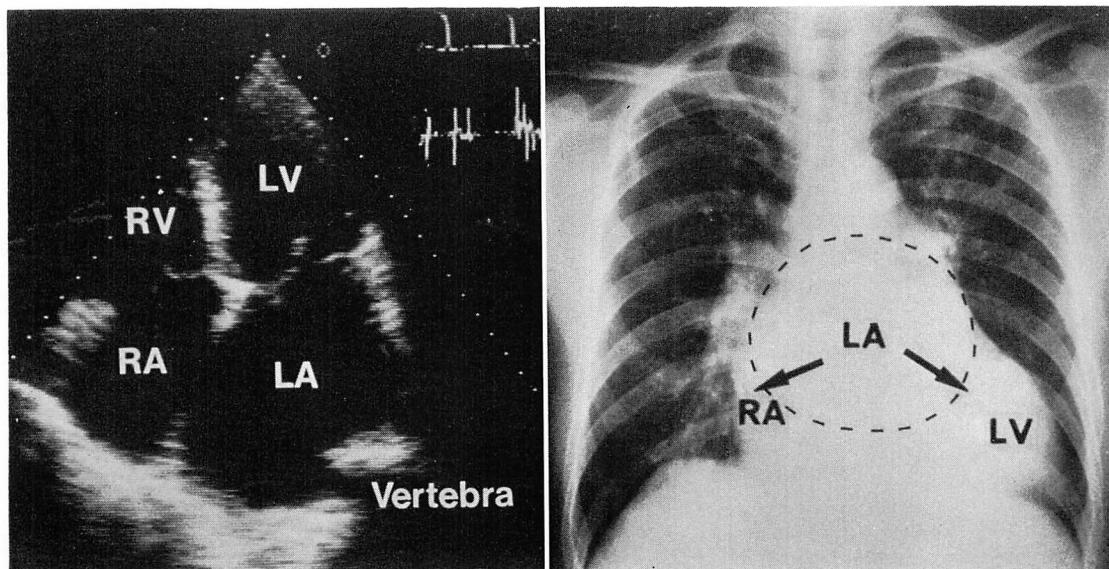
Enlargement of the left atrium on two-dimensional echocardiogram and increase in the CTR on the chest radiograph.
